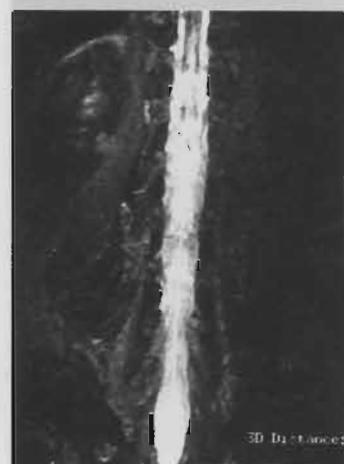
Prä- und postoperatives MRT-Myelogramm mit Zunahme des Liquorfluß und der Duralsackerweiterung am ersten postoperativen Tag nach Nd-YAG-PLDN L3/4-L5/S1 bei lumbalem radikulären Schmerzsyndrom verursacht durch polysegmentale Protrusionen L3/4, L4/5 und L5/S1.
